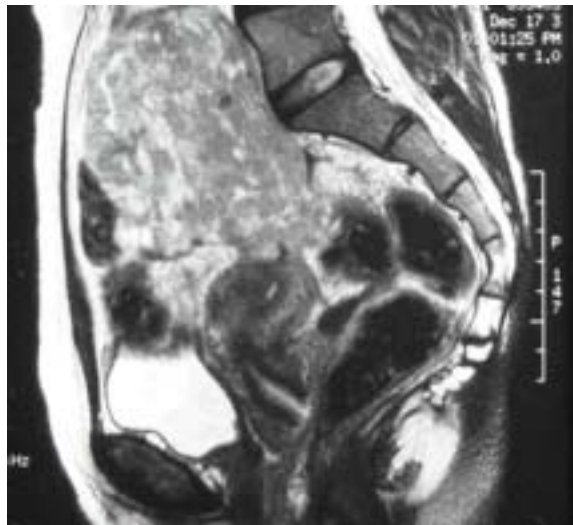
Abdomen and pelvic MRI shows an about 10 cm sized huge solid mass in Lt. adnexa.
